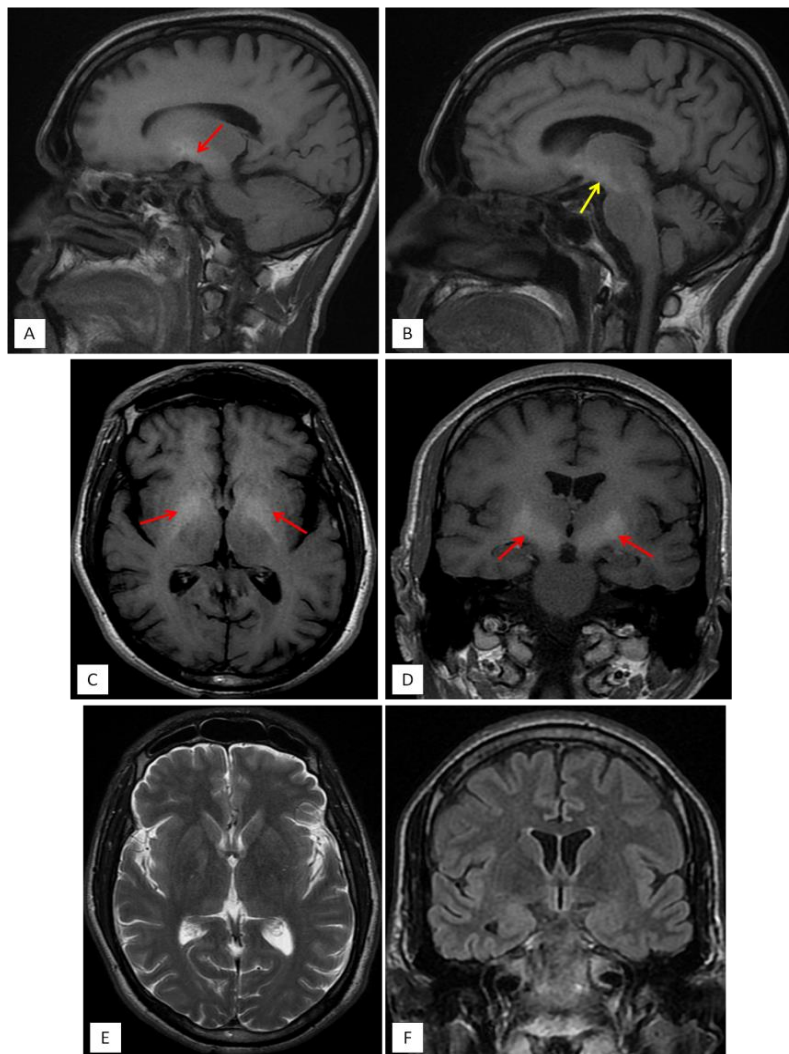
L'IRM cérébrale montre des anomalies de signal bilatérales et symétriques des noyaux lenticulaires essentiellement les pallidums (flèches rouges) et mésencéphalique (flèche jaune) décrites en hypersignal T1 (A, B), sans modification après contraste (C, D) et discrètement en hyposignal T2 (E) et FLAIR (F), sans restriction de la diffusion.
